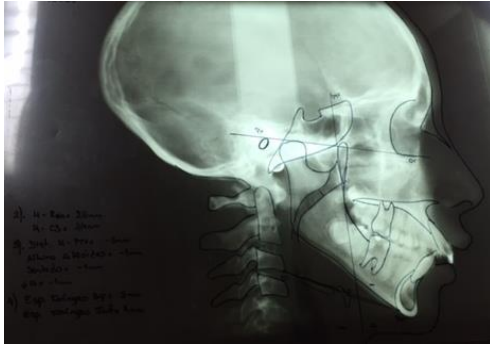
Telerradiografía de perfil con
